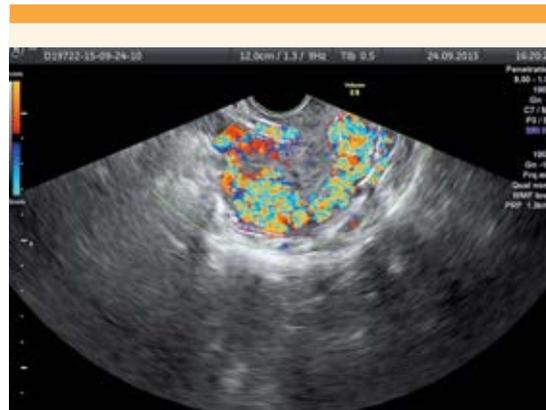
Doppler color que muestra vascularización, compatible con varicocele.
